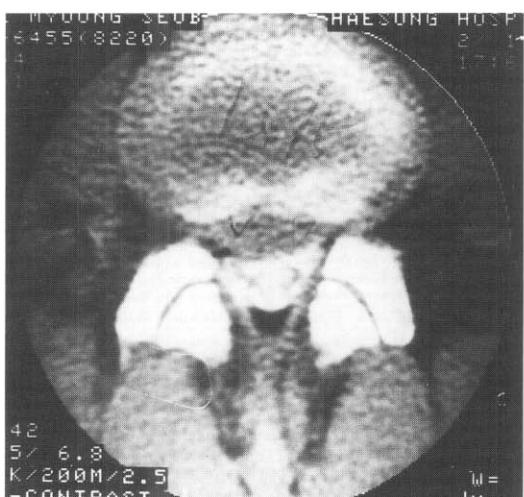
CT scan of same patient. Marked right paramedian disc herniation at L₄₋₅ with nerve root compression.
